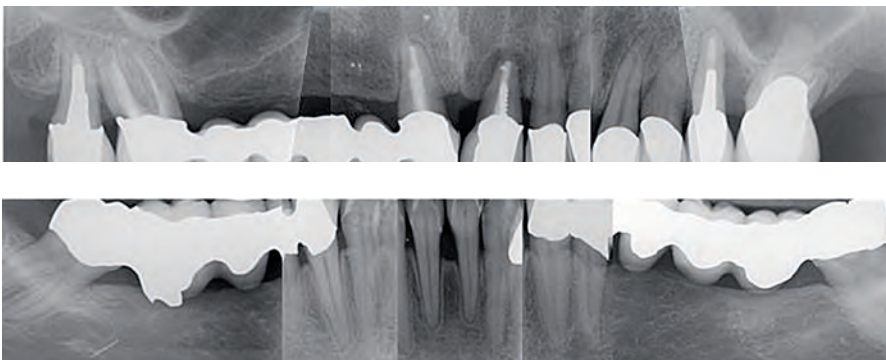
Röntgenstatus vom 14. Juli 2009
